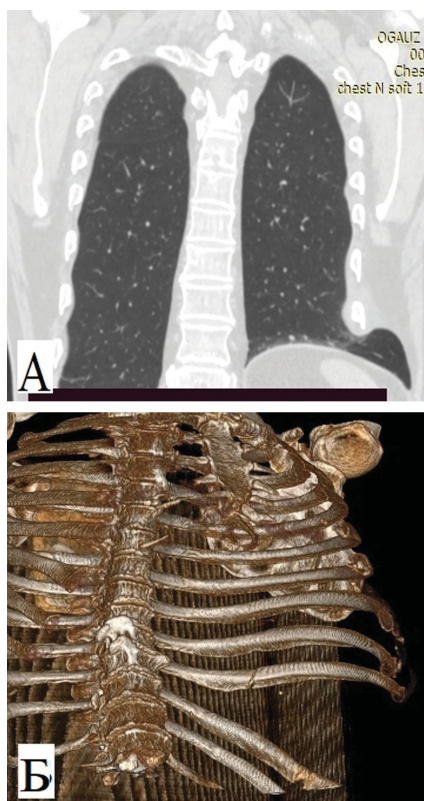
Пациент Д, 66 лет. Разрыв реберной дуги с межреберной грыжей слева без разрыва диафрагмы с ложным суставом 9 ребра (СКТ - реконструкция). А – корональная проекция в мягкотканом окне; Б – костные структуры грудной клетки в режиме 3D-изображения.
